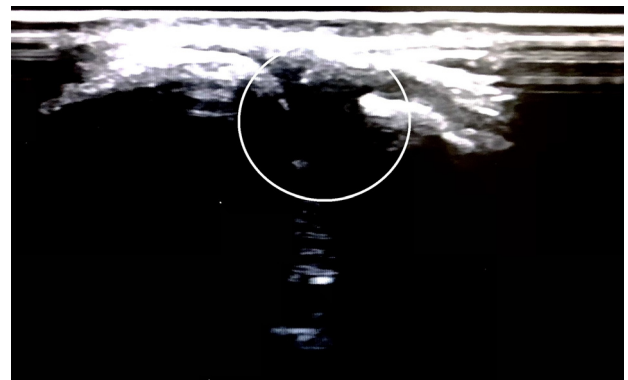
Sonography of acromioclavicular joint.
